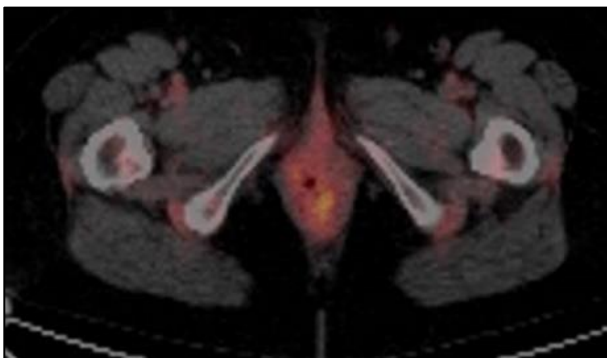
PET-TC que muestra captación lineal de 1 cm en labio menor izquierdo.
